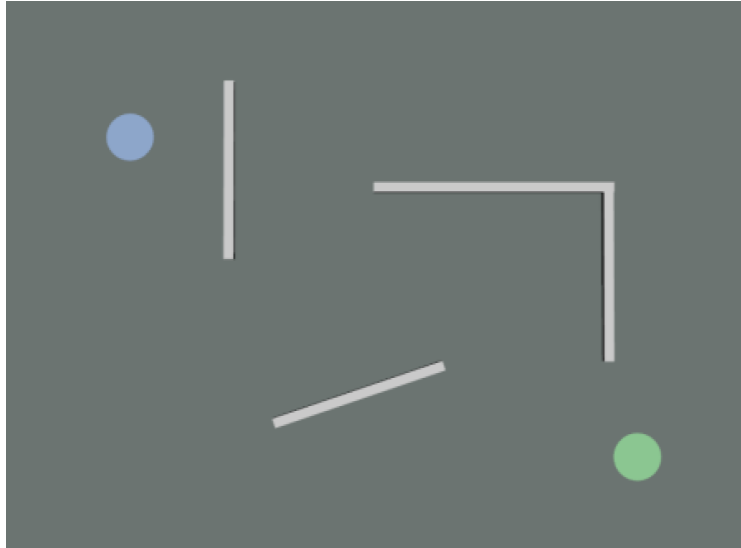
Fotograma de animação do paradigma de cognição social em RM funcional
